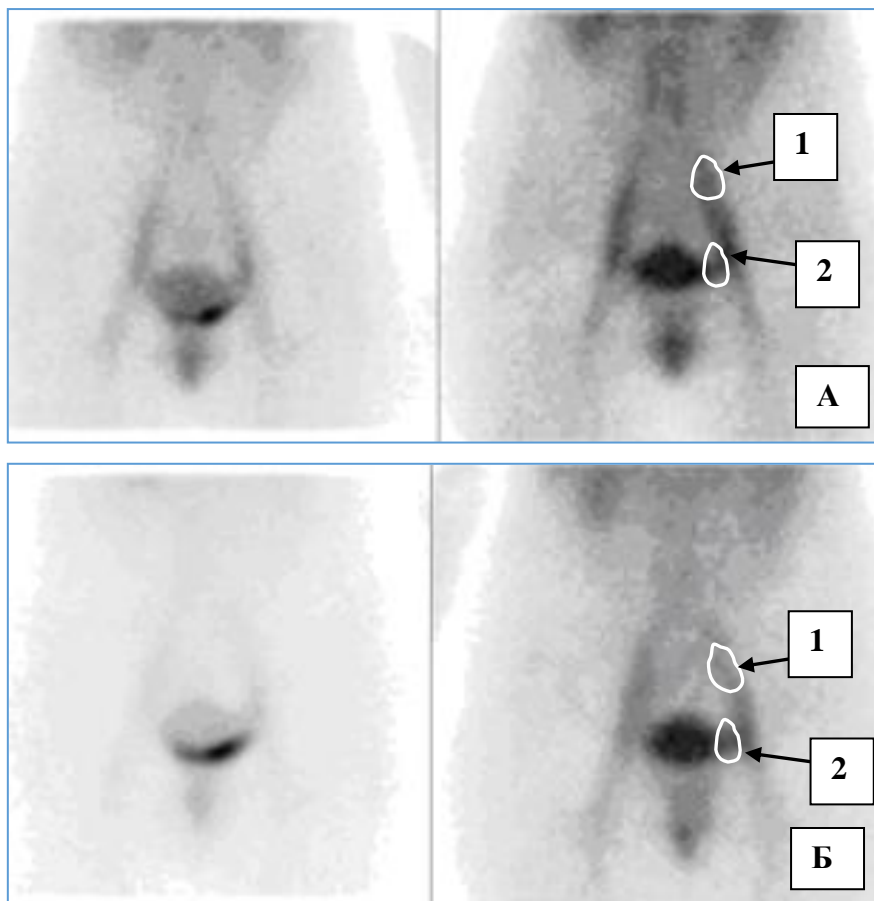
Сцинтиграммы пациентки О. до (А) и через 14 дней (Б) лечения с использованием компрессионных шорт 2 класса (положительный эффект). 1- район интереса «общая подвздошная вена»; 2 – район интереса «вены параметрия». Ктвп уменьшился с 1,6 до 1,2.
